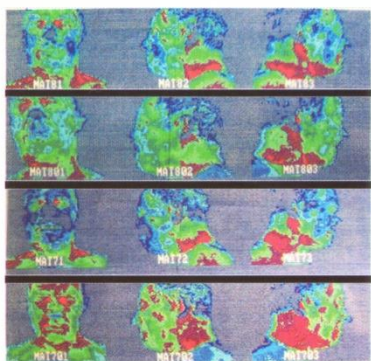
Тепловизиограммы после проведенного MRT воздействия.
